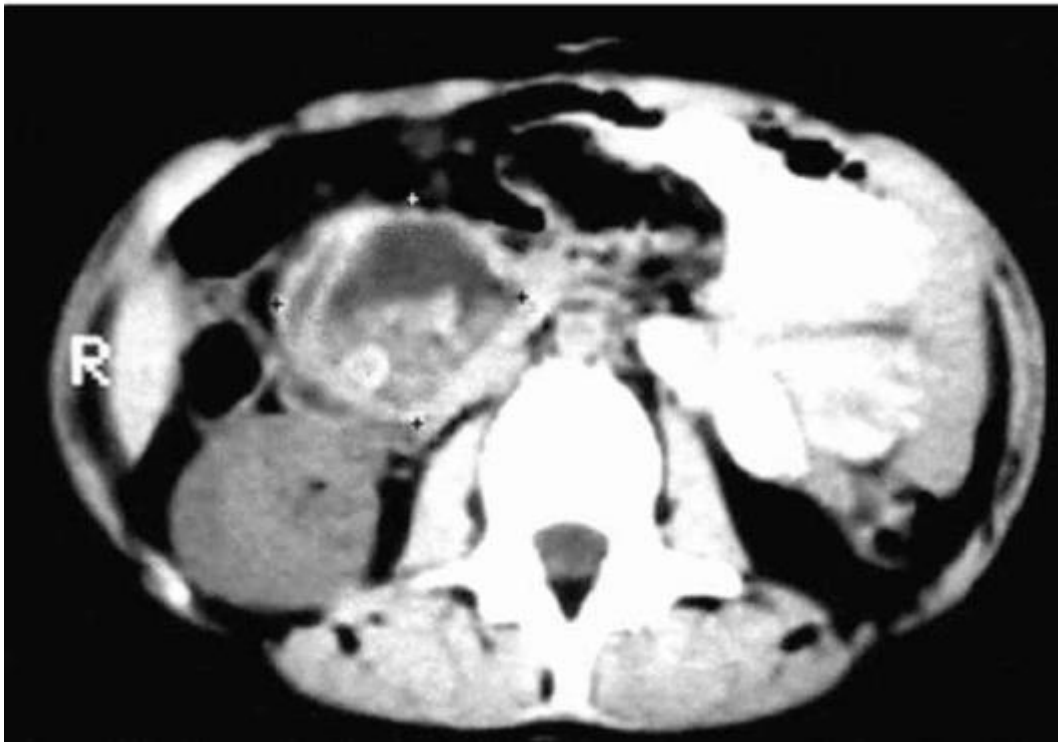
Компьютерная томограмма брюшной полости. Холедохоцеле, заполненное желчными камнями
